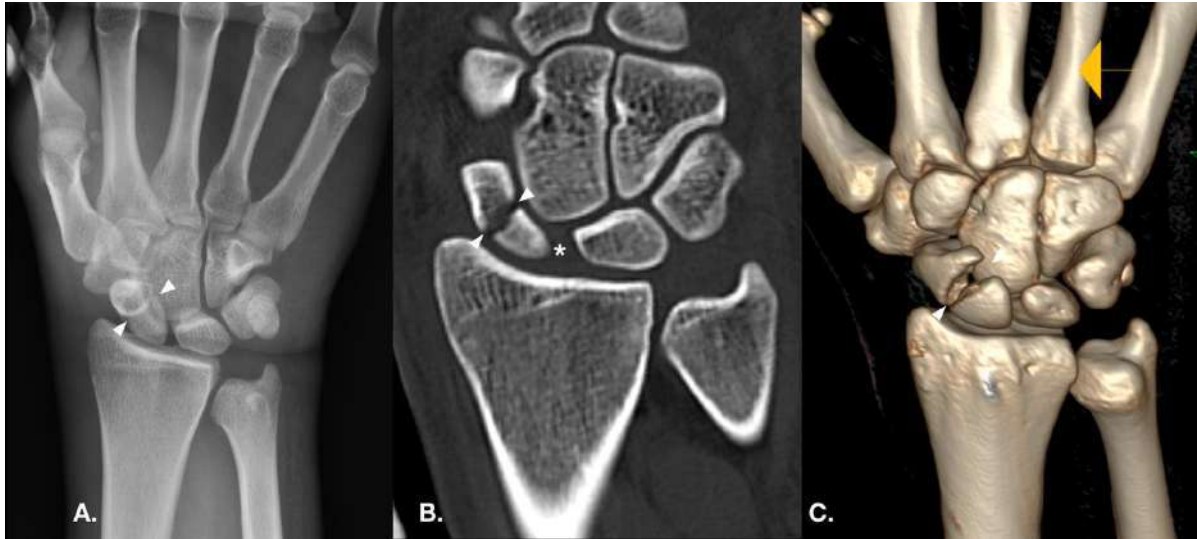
Fractura- transescafoidea perilunar. A) Radiografía en incidencia frontal de muñeca post-reducción. Se observa la fractura transversa completa de la cintura del escafoides con menor gap al estudio previo. B-C) Tomografía en reformateo coronal y reconstrucción 3D. Caracterizan con mayor detalle la fractura completa de cintura de escafoides (cabeza de flechas) y la separación del intervalo escafoides-semilunar (signo de "Terry Thomas") (asterisco).
